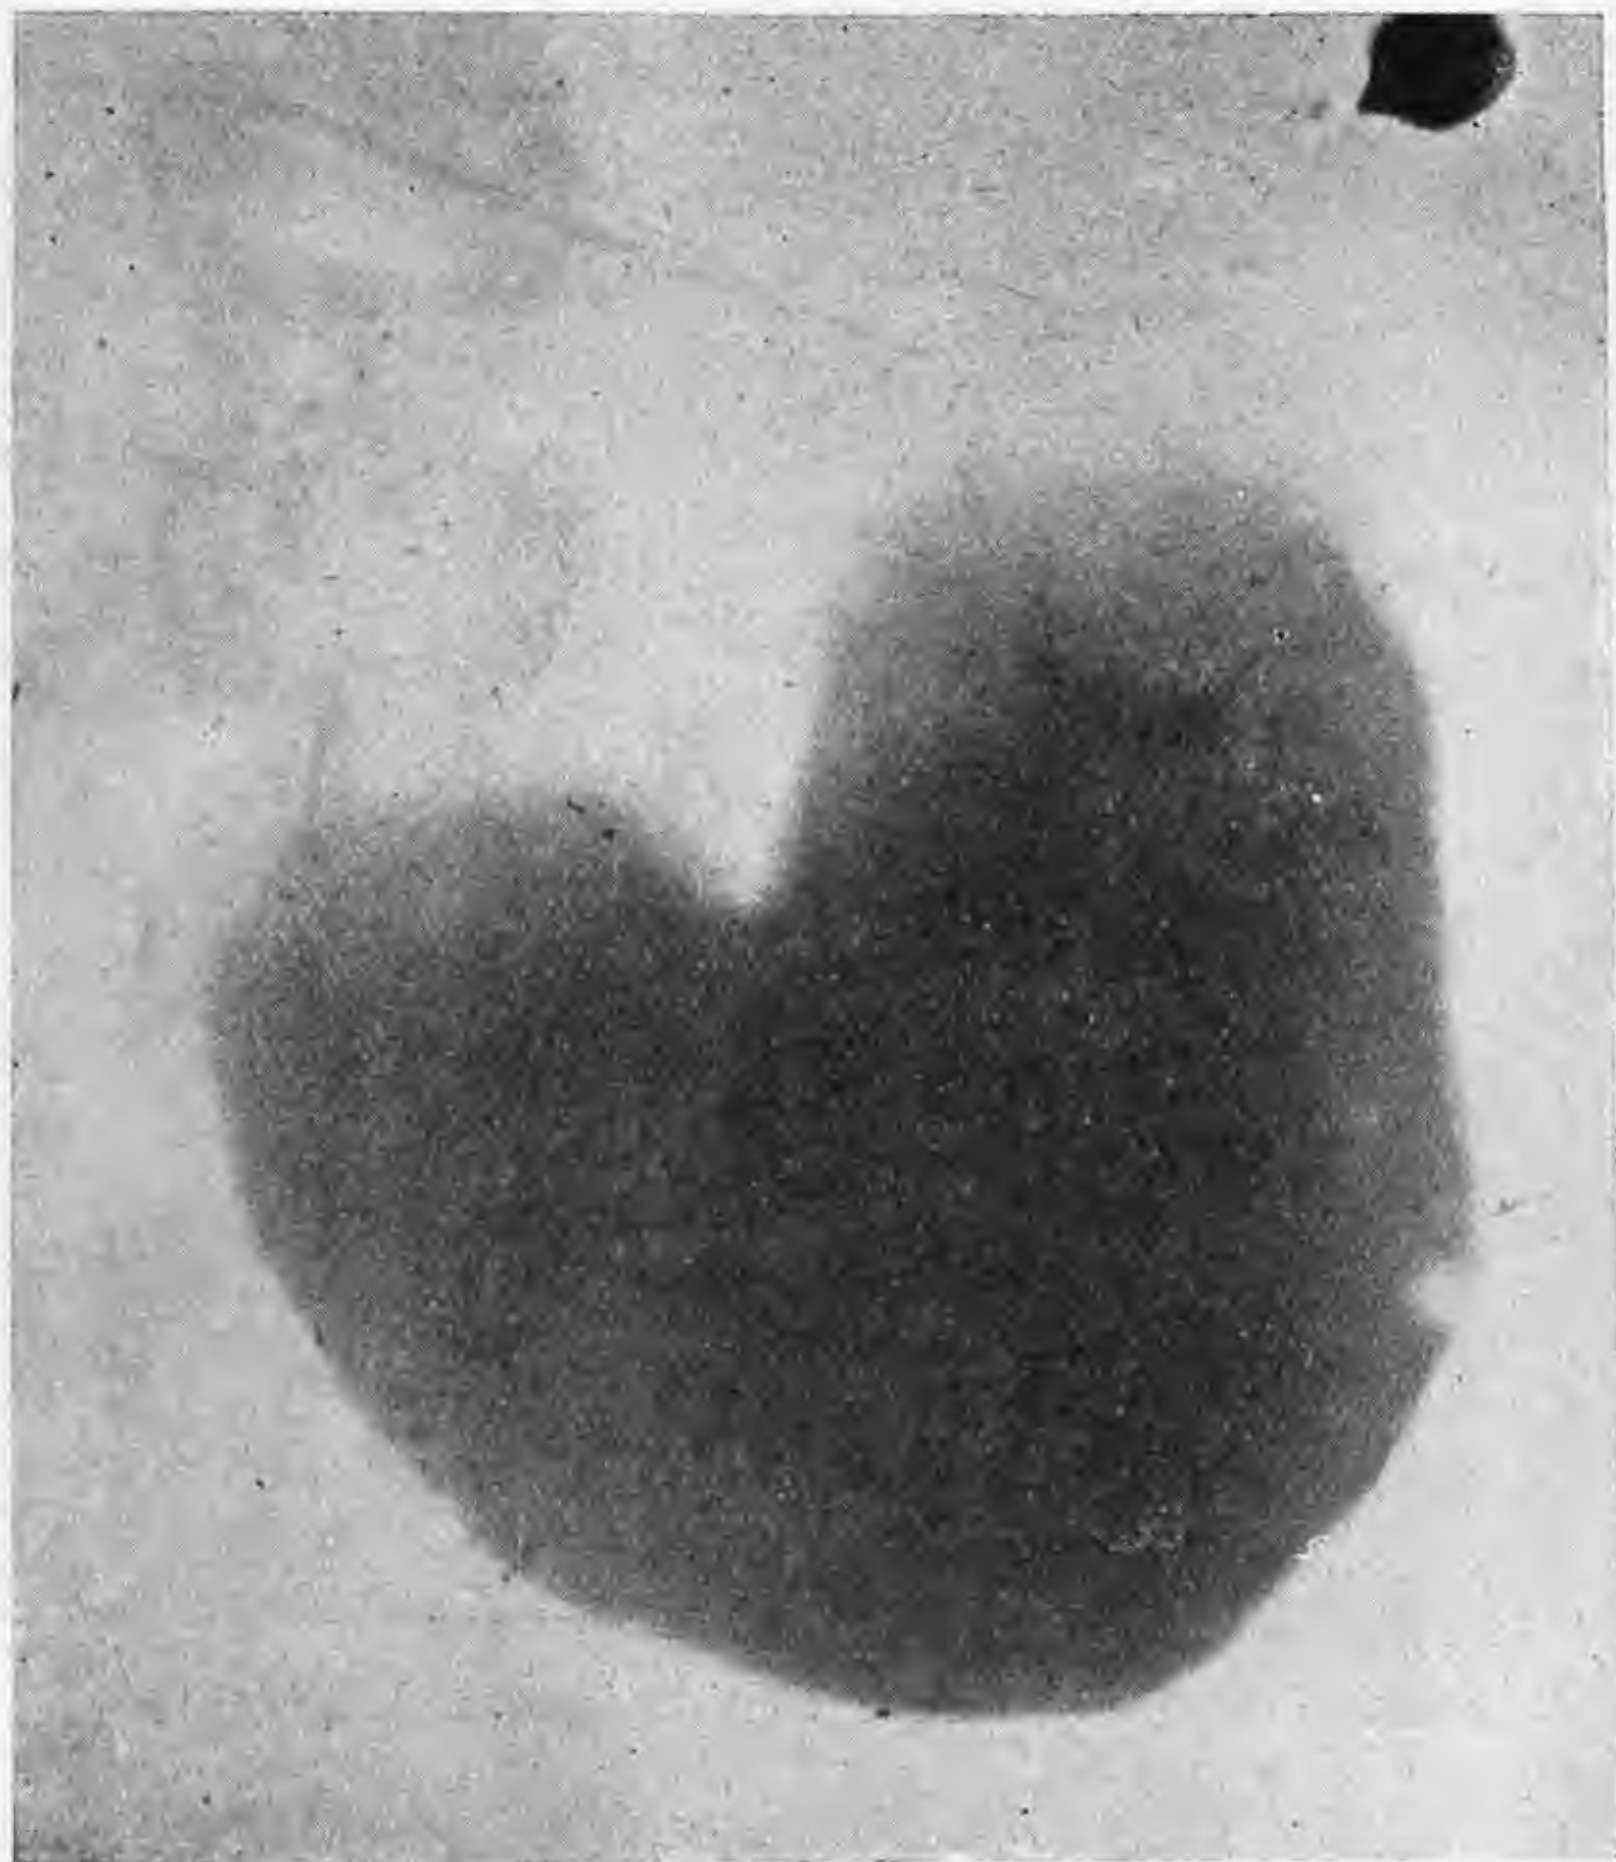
(Caso II). — Radiografia eseguita in posizione antero-posteriore 6 m' dopo l'ingestione del pasto.
